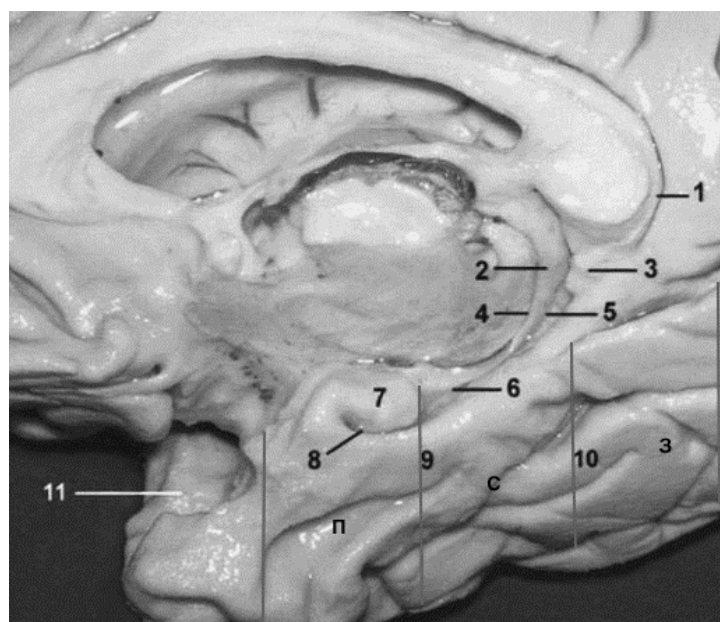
Медиальная поверхность височной доли. 1 – ленточная извилина, 2 – свод, 3 – зубчатая извилина, 4 – щель сосудистого сплетения, 5 – фимбрио-зубчатая бороздка, 6 – гиппокампальная бороздка, 7 – крючок, 8 – вырезка крючка, 9 – парагиппокампальная извилина, 10 – фузиформная извилина, 11 – площадка височного полюса, П – передняя часть МБОВД, С – средняя часть МБОВД, З – задняя часть МБОВД
